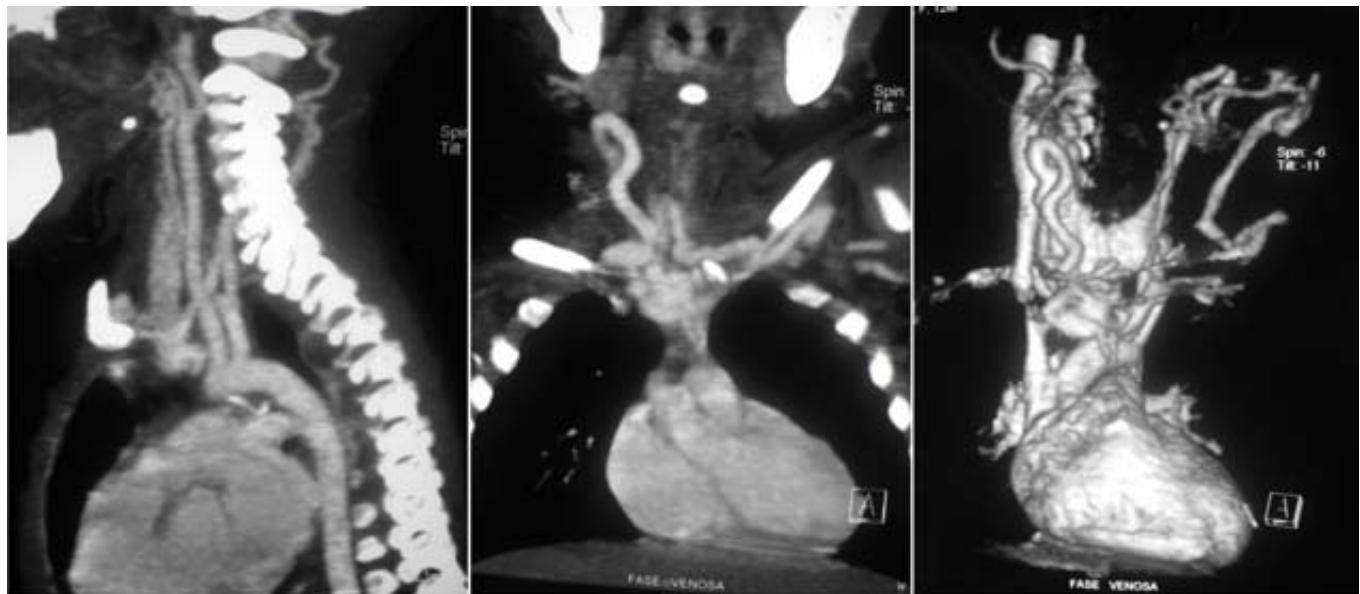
Angiotomografía de cuello.
